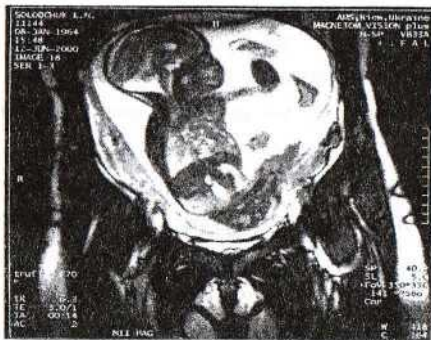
МРТ (внутрішньоутробне обстеження) - гідроцефалія плоду.
